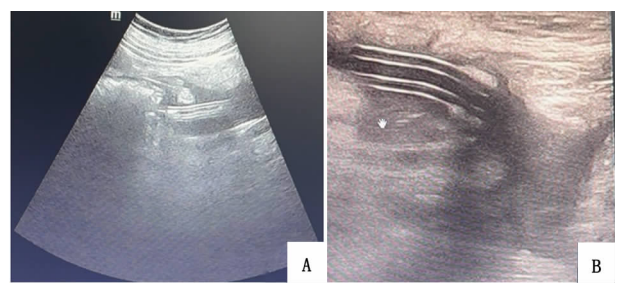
腹部浅表包块超声(A:腹膜透析导管皮下隧道段导管周围可见液性暗区;B:腹膜透析导管内卡夫处可见液性暗区)
